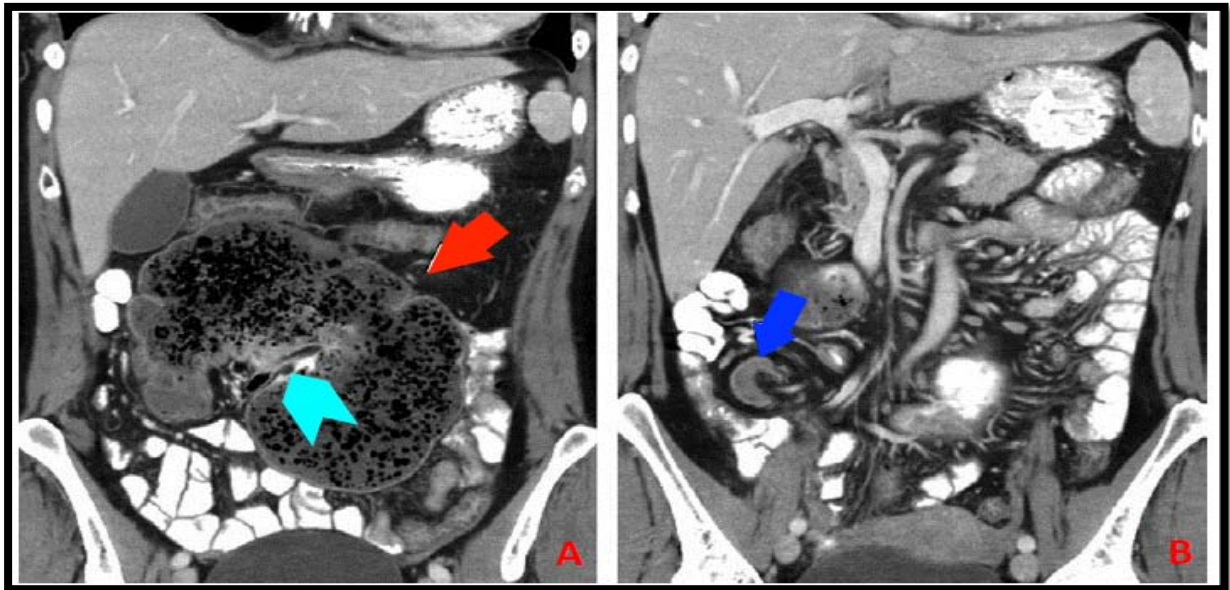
TDM C+ coupes coronales d'une occlusion intestinale sur volvulus caecal (105) :
